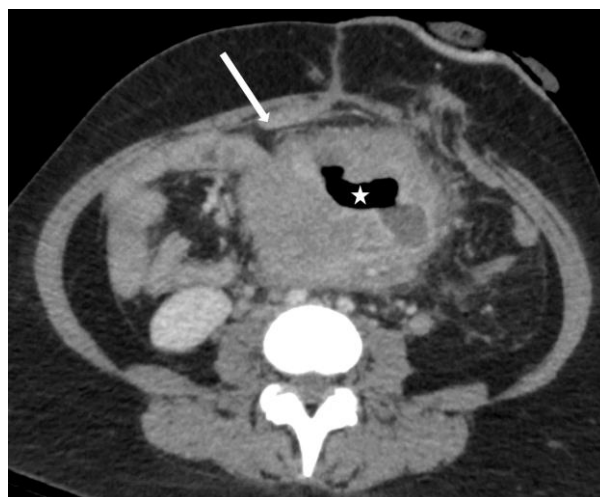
Tumeur desmoïde intraabdominale, mésentérique, associée à une PAF dans le syndrome de Gardner chez une patiente âgée de 36 ans (flèche blanche). TDM en coupe axiale avec injection de produit de contraste, mettant en évidence une collection gazeuse au sein de la masse témoignant d'une perforation digestive intratumorale (étoile blanche). Source : radiologie, Institut Bergonié, Bordeaux.
